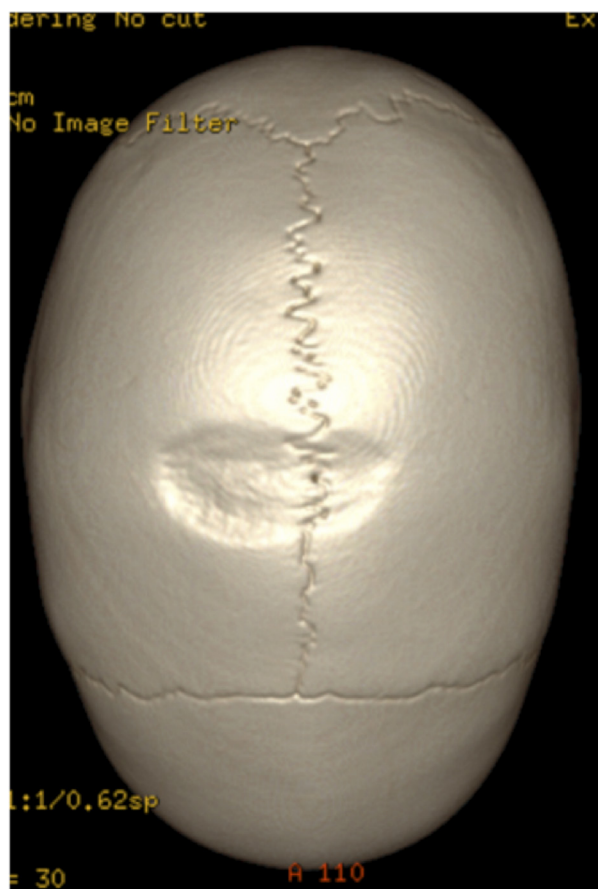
Reconstrucción del TAC en 3D donde se aprecia el defecto óseo a nivel de la calota de unos 5 cm.
